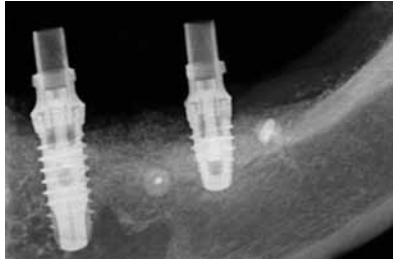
Immagine radiografica ottenuta dopo l'applicazione della protesi provvisoria.
